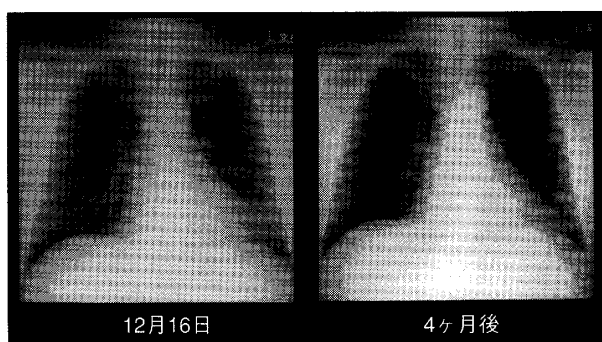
Chest radiograph shows concentration on the left lower bronchus
